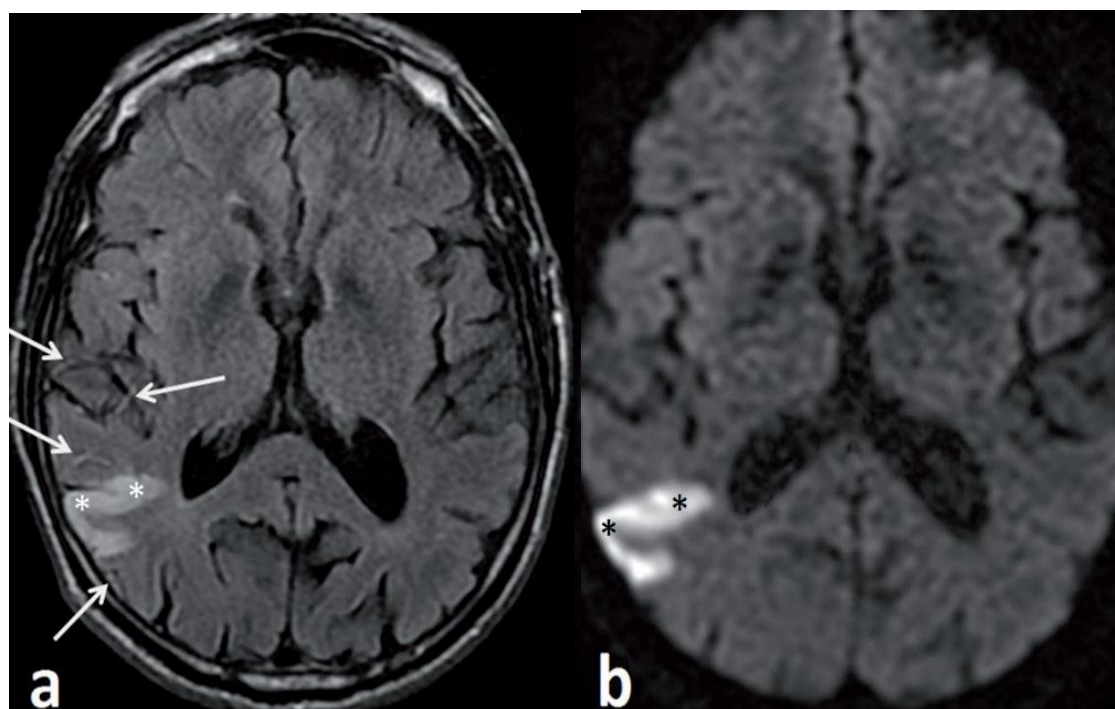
IRM cérébrale montrant un AVCi jonctionnel postérieur droit en hypersignal en séquence FLAIR avec des flux artériels ralentis au voisinage silhouettant le « spaghetti sign » (A) et en hypersignal en séquence de diffusion (B).
